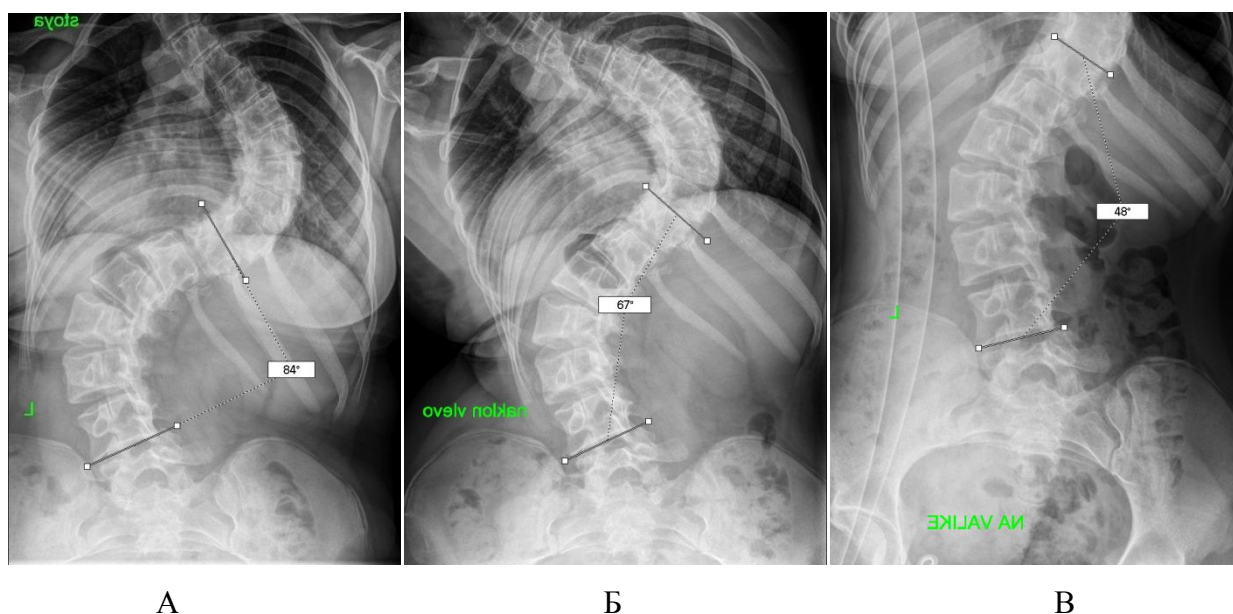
Рентгенограммы пациентки С., 15 лет, выполненные в переднезадней проекции: А – в положении стоя; Б – в положении стоя с наклоном влево; В – лежа на валике Вильсона (вершина деформации соответствует расположению вершины валика)
